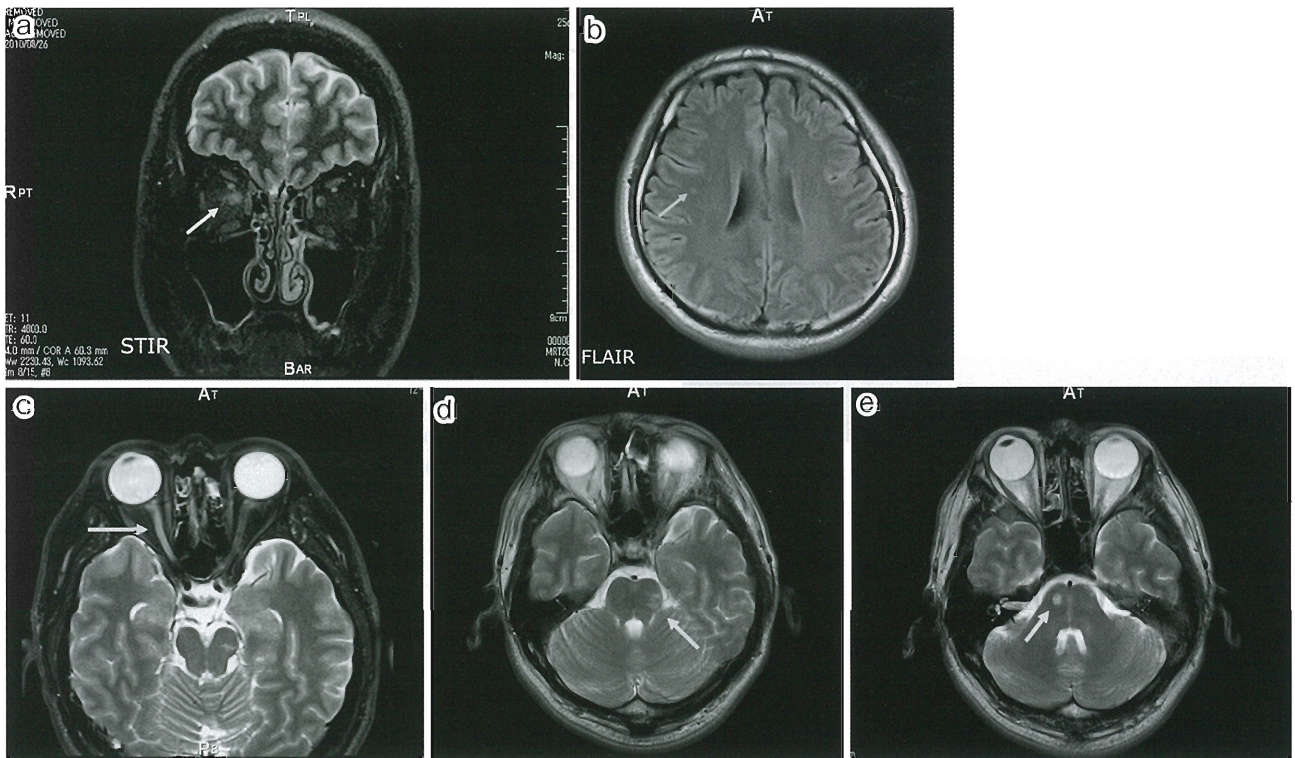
Brain MRI at the first medical examination and 9 months later
